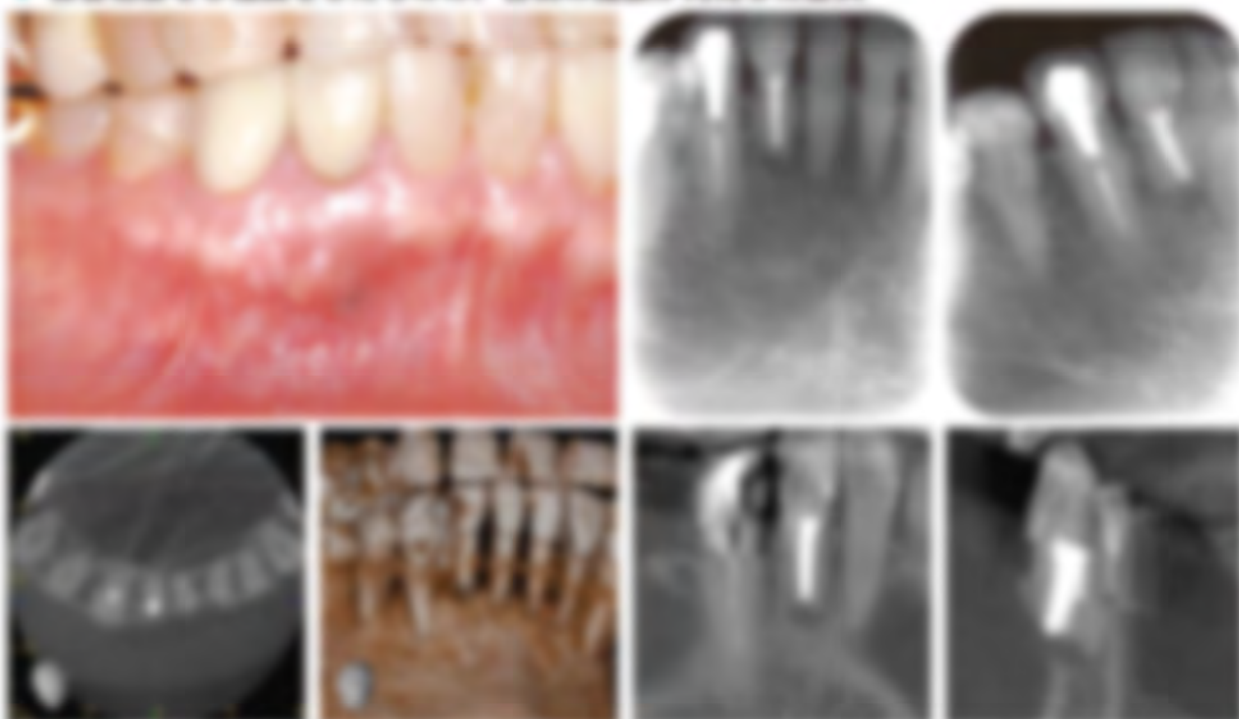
根管内に感染源を除去しようとして根管治療、CTで診断、根管治療による根管の感染源に気づけず再発した。根管治療の失敗として、根管に感染したエコーが感染源としてCTで診断からわかる。根管治療をやり直すというところまで再発する。
